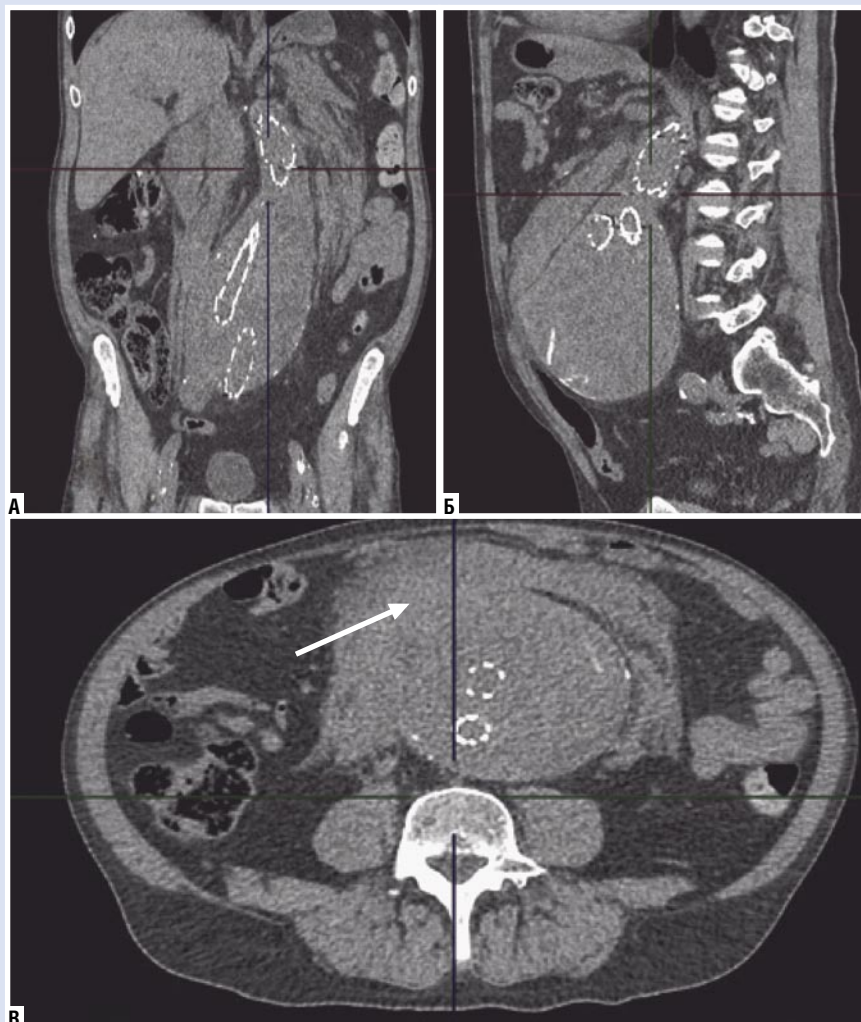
На КТ — разрыв АБА в фронтальной (А), боковой (Б) и аксиальной (В) проекциях. Стрелкой указана забрюшинная гематома.
